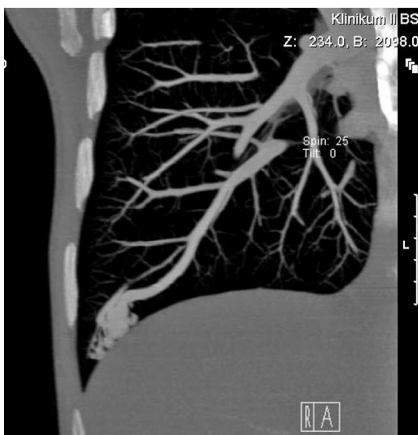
Koronare Rekonstruktion der pAVM im CT nach Kontrastmittel.
